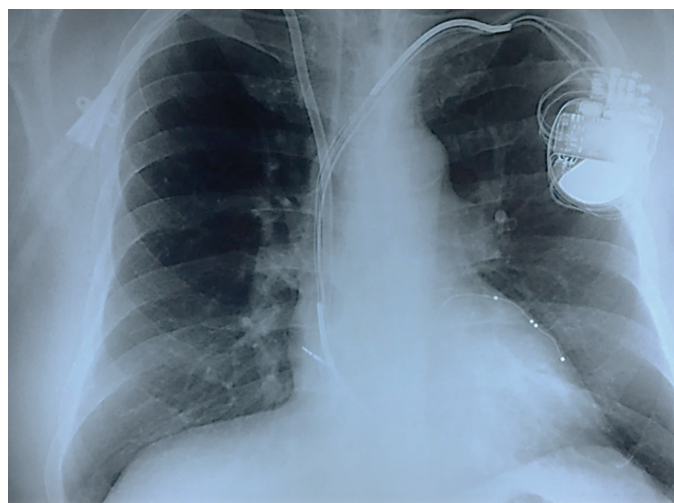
Radiografía posterior a implante de ICD+TRC.
